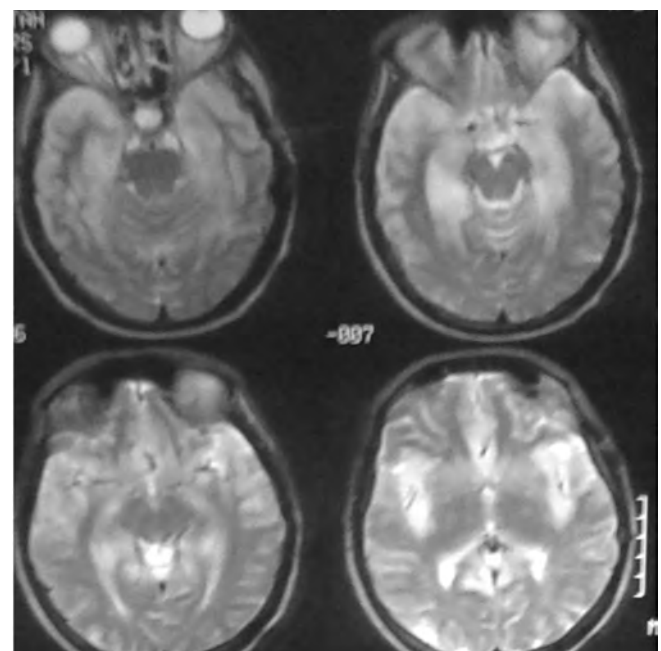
MRI scan was performed which showed hyper-intense depiction on the temporal lobes on 2 sides in T2W sequence.
